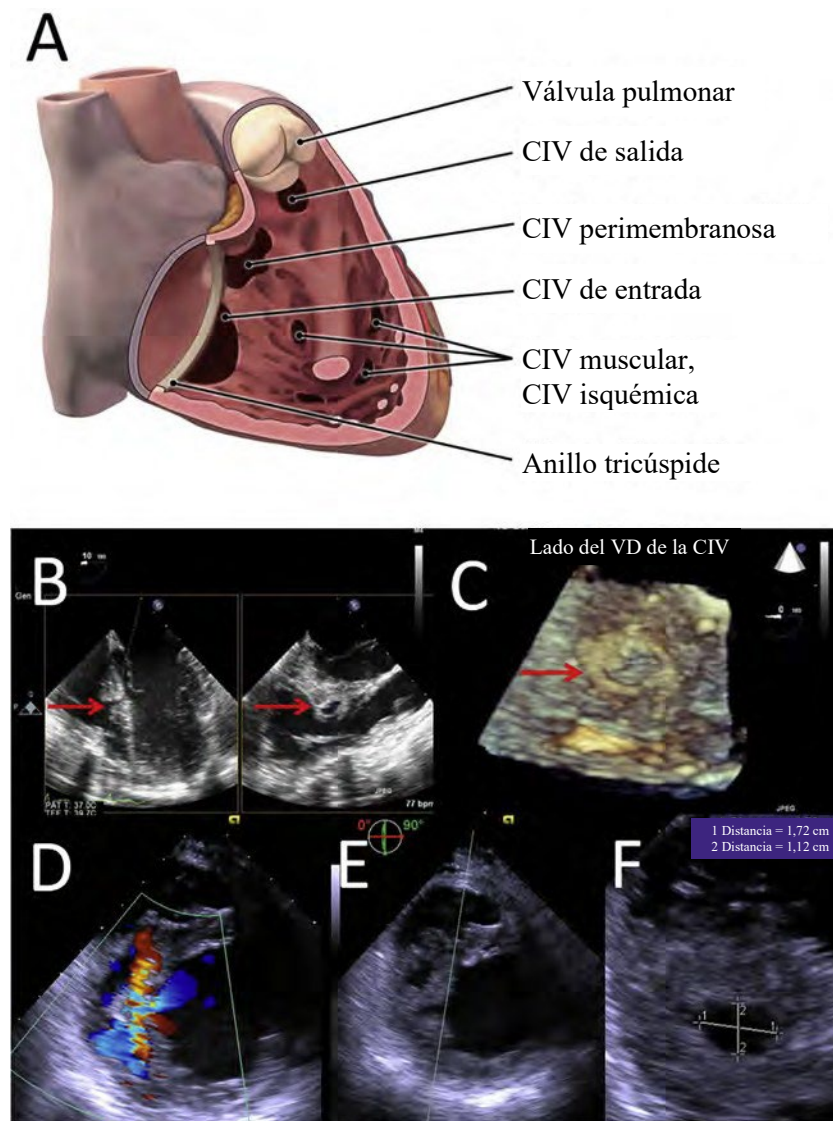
Clasificación de la CIV. Las CIV pueden estar ubicadas en cualquier lugar dentro del septo (A). Las CIV musculares pueden ser congénitas o una consecuencia de traumatismo (B, C) o infarto de miocardio (D–F). A diferencia de los otros tipos de CIV, estas malformaciones generalmente están rodeadas de miocardio y, por lo tanto, suelen ser susceptibles de cierre del dispositivo. La forma dinámica y el tamaño de las malformaciones deben caracterizarse por ecocardiografías 2D (B), 3D (C) y Doppler color (D) desde las vistas ME y TG.
